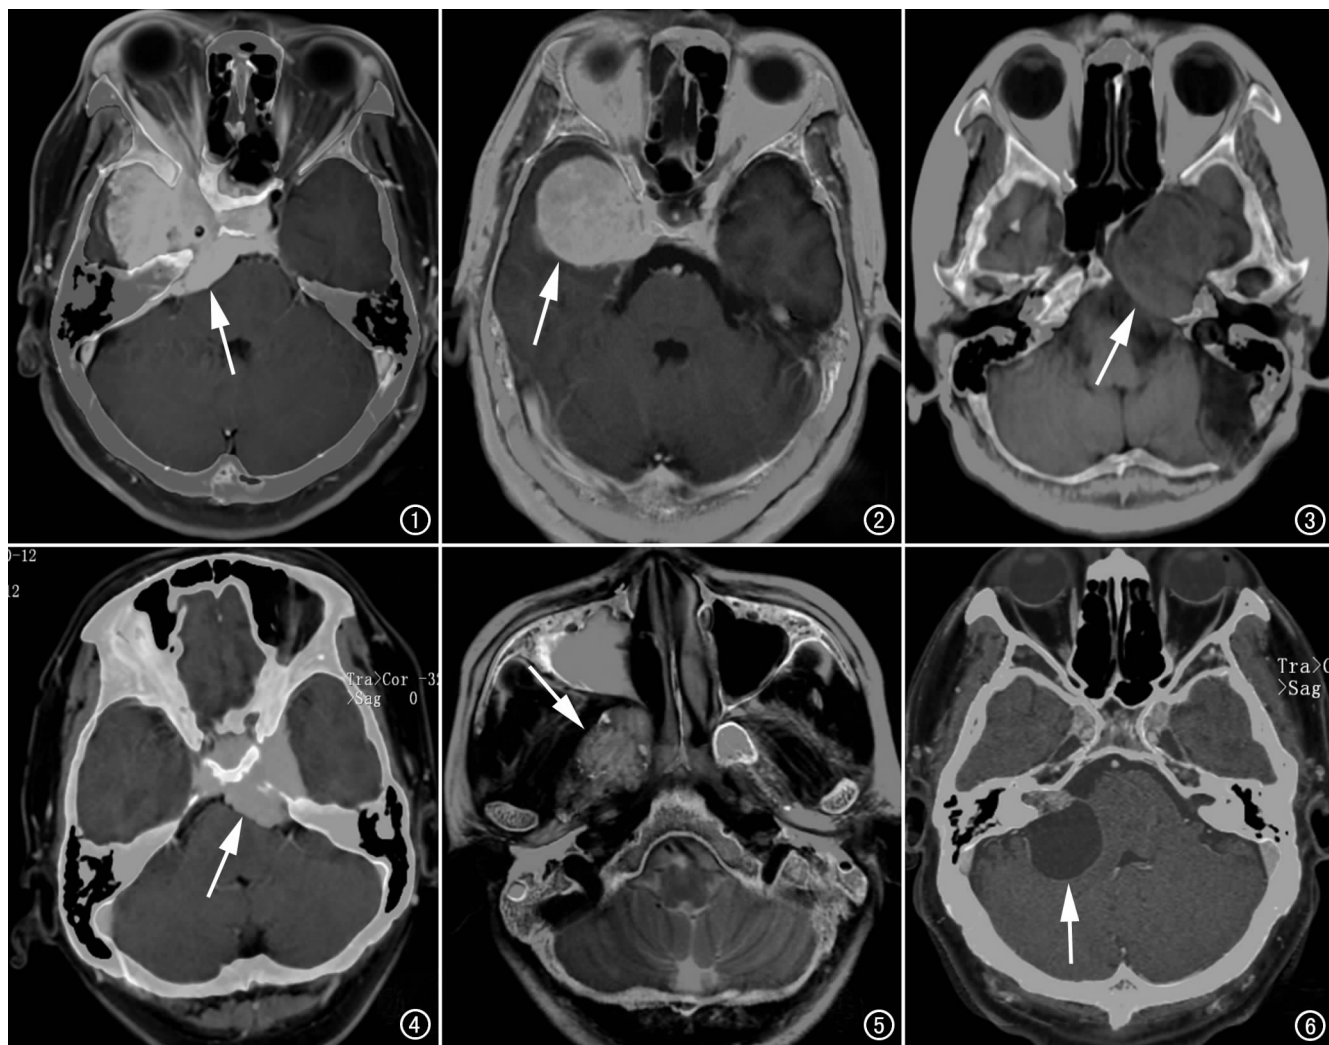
右侧眶尖脑膜瘤。CT和MRI增强T₁融合图像示瘤体强化明显,包绕右侧颈总动脉,沿扩大的骨性视神经管向眶内匍匐生长,邻近骨质增生硬化(箭)。图2 右侧颞部脑膜瘤。CT和MRI增强T₁融合图像示瘤体明显均匀强化,病变紧贴右侧蝶骨小翼(箭)。图3 左侧三叉神经瘤术后复发。CT和MRI平扫FLAIR融合图像示瘤体主要位于中颅窝,邻近骨质破坏明显(箭)。图4 左侧三叉神经瘤。CT和MRI增强T₁融合图像示病变跨中后颅窝生长,强化明显,邻近岩尖骨质部分吸收(箭)。图5 右侧鼻咽纤维血管瘤术后复发。CT和MRI平扫T₂融合图像示病变轮廓欠清晰,周围蝶翼骨质破坏明显(箭)。图6 右侧听神经瘤。CT和MRI增强T₁融合图像示右侧听神经明显增粗,强化明显,瘤体大部分囊变,骨性内听道呈喇叭口状扩大(箭)。
